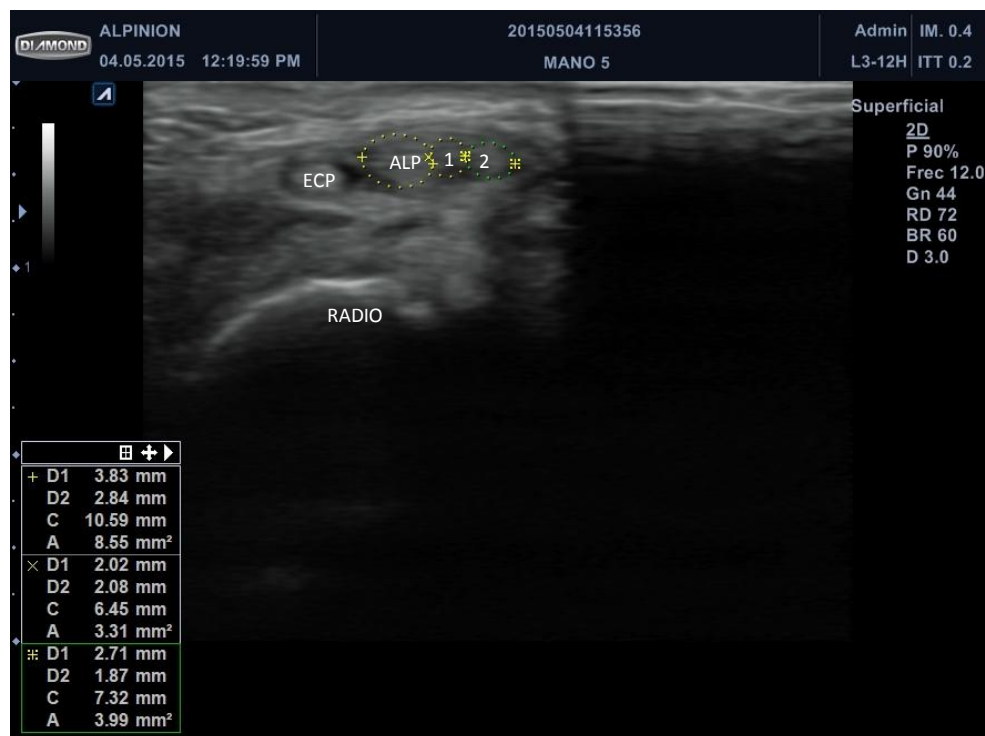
Ecografía con sección transversal del primer compartimento. Se identifican los tendones del ECP y ALP, y se ve que tiene dos tendones AALP (1 y 2). Se miden diámetros y área.
